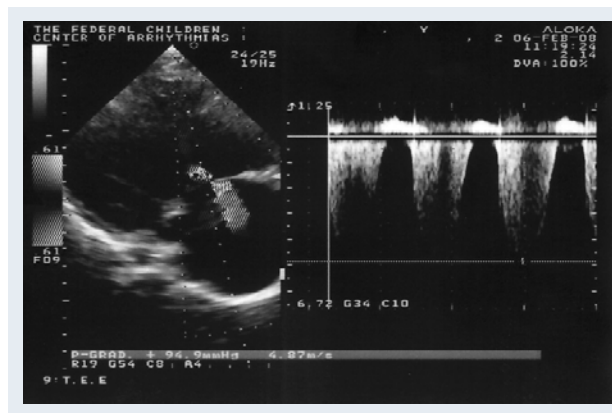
Допплерэхокардиограмма ребенка с легочной гипертензией (выраженная трикуспидальная регургитация с градиентом давления 95 мм рт.ст.).
